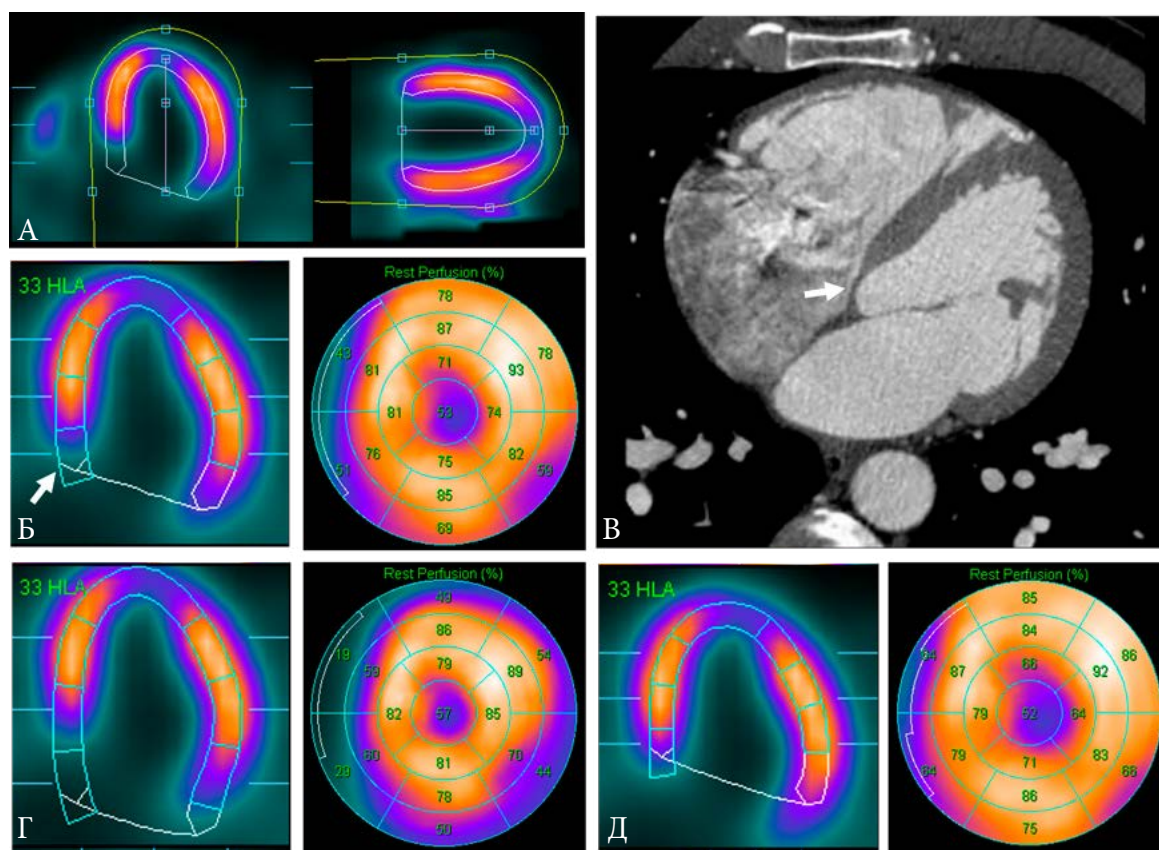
Оконтурирование базальных отделов ЛЖ. А. Правильное расположение ограничивающих контуров. Б. Вид томосцинтиграммы по вертикальной длинной оси и полярной карты ЛЖ при правильном оконтурировании, с характерным снижением перфузии в базальном сегменте перегородочной стенки ЛЖ, соответствующем мембранозной части МЖП (стрелки), непосредственно визуализируемой при МСКТ (В). Средний объем полости при правильном оконтурировании – 144 мл, SRS=8. Г. Неправильное (избыточное) оконтурирование, приводящее к появлению характерного кольцевидного “дефекта” (артефакта), завышению объема полости (180 мл) и значения SRS (=19). Д. Неправильное (недостаточное) оконтурирование, приводящее к занижению объема полости (128 мл), недооценке ниже-бокового дефекта, переоценке верхушечного дефекта и, опять же, завышению значения SRS (=11)
